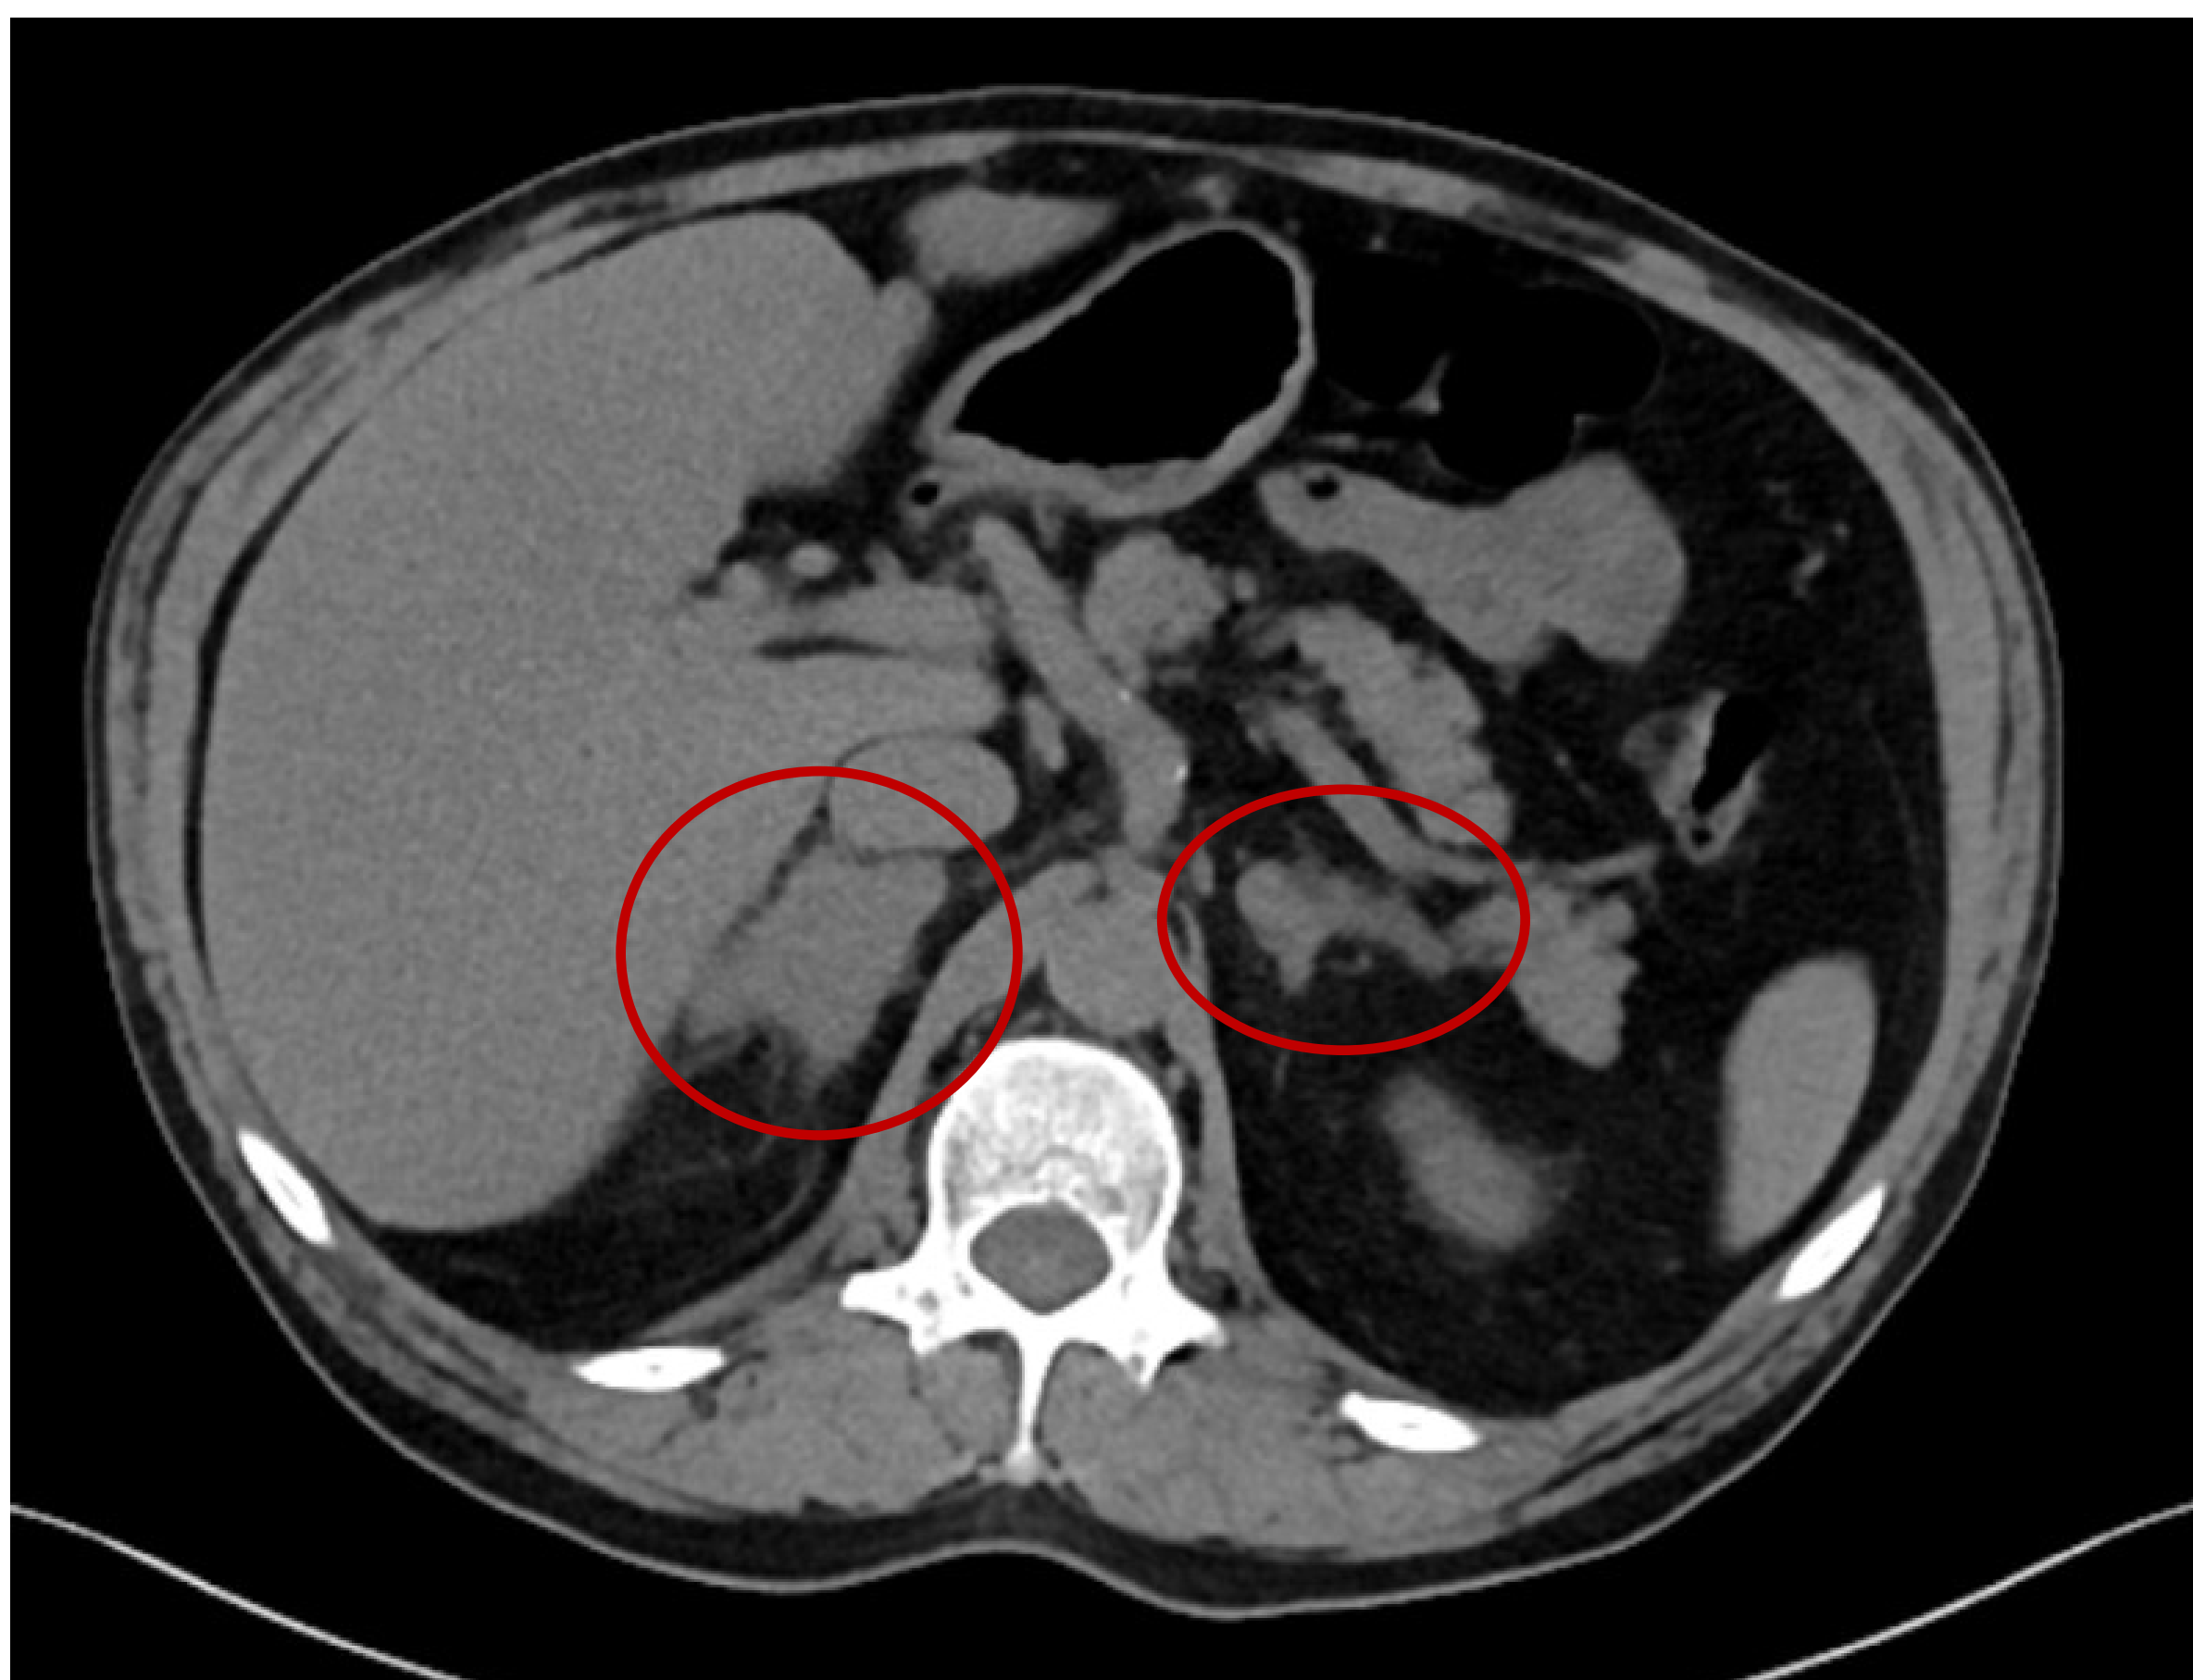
TC addome diretta
